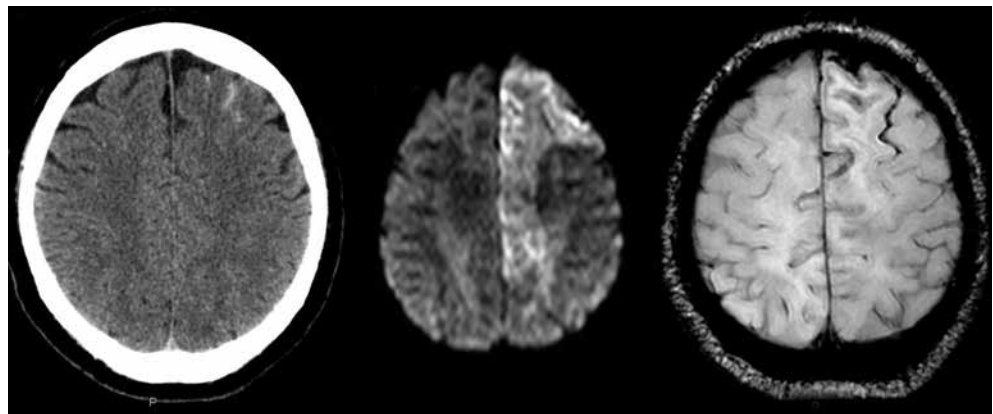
CT und MRI einer atypischen subarachnoidalen Blutung (SAB) links frontal im Rahmen eines reversiblen Vasokonstriktionssyndroms (RVCS, auch Call Fleming genannt). Während die SAB mit beiden Schnittbildmodalitäten (CT links; MRI Mitte und rechts) gut detektiert werden kann, ist die MRI darüber hinaus deutlich sensitiver, weitere begleitende Pathologien besser abzugrenzen wie hier die zusätzliche Ischämie im Anteriorstromgebiet.
